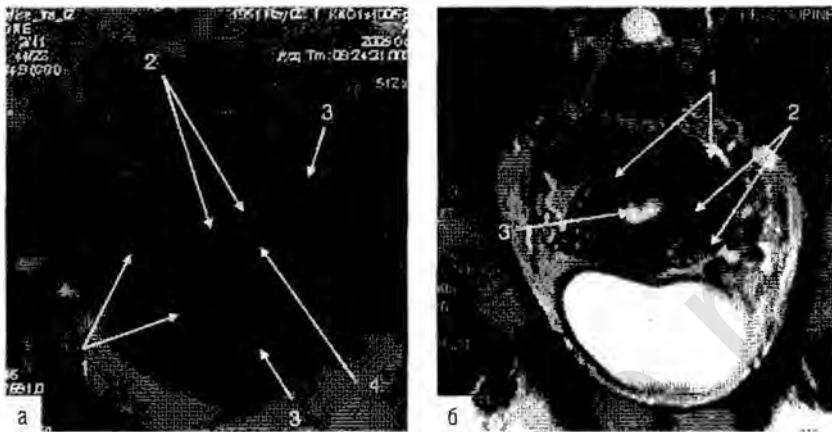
МРТ. На T2-взвешенном изображении в коронарной плоскости (а) при большом увеличении можно визуализировать утолщение переходно-соединительной зоны (1), множественные кистозные полости базального слоя эндометрия (2), очаги эндометрия в ткани миометрия (3), а также полип эндометрия (4). На T2-взвешенном изображении в коронарной плоскости (б) отмечаются асимметрия стенок матки (1), снижение дифференциации маточной стенки за счет эндометриальных гетеротопий, расположенных диффузно до периферических отделов миометрия (2). Полип эндометрия задней стенки матки (3).
